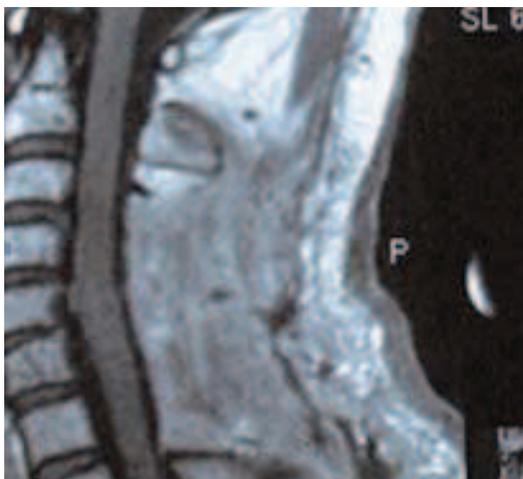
IRM rachidienne post opératoire à 5 ans en T1 coupes sagittales : absence de lésion visible
